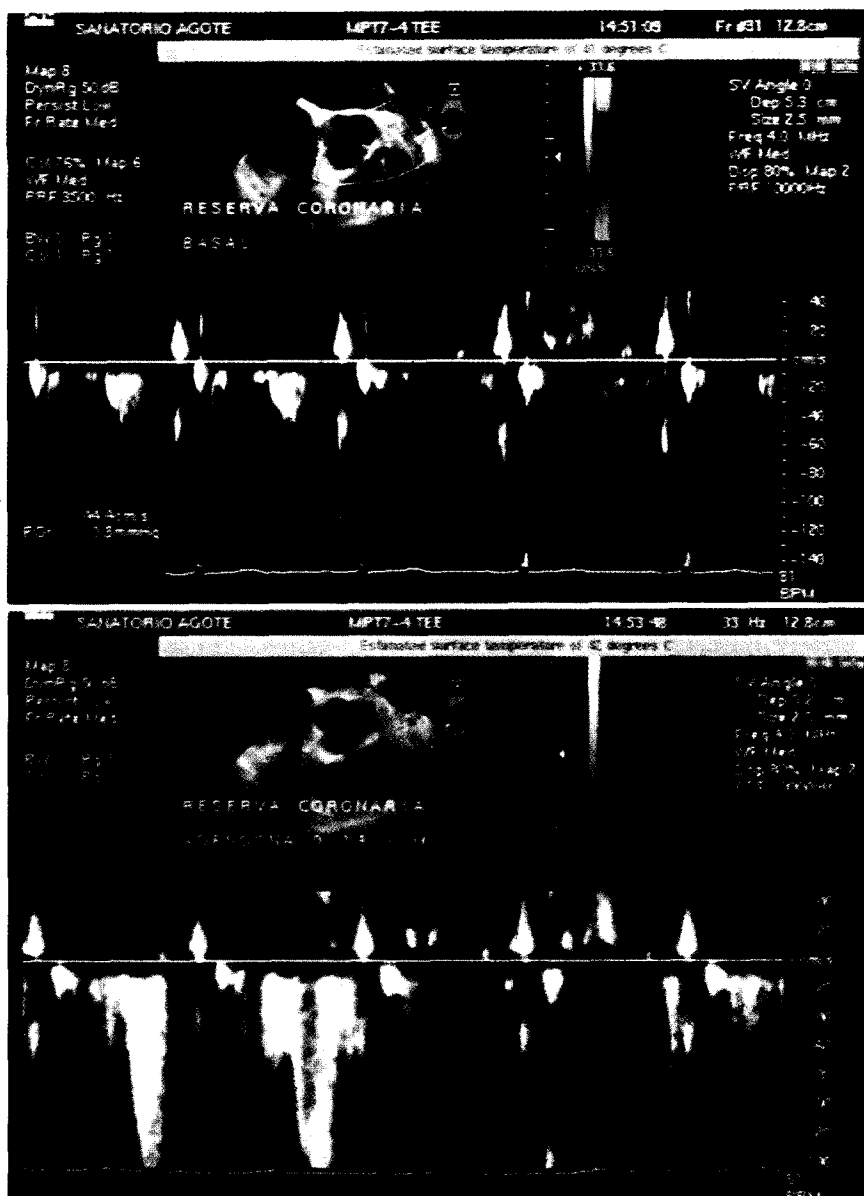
Doppler espectral obtenido con eco transefágico en paciente normal sin estenosis significativa que presenta un aumento de 3,6 veces de velocidad con adenosina en el segmento proximal de la descendente anterior.
